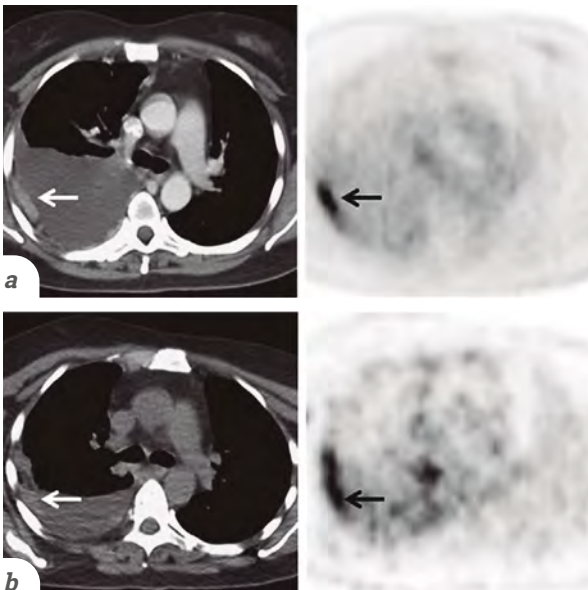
^{89}Zr -trastuzumab PET/TAC en una mujer de 47 años de edad con metástasis HER2+, el tumor primitivo es inicialmente negativo para dicho receptor. (Fuente: Clin Nucl Med. 2017;42(12):912-17)
